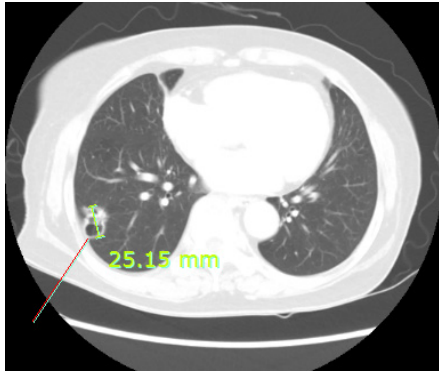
The image of chest CT.
